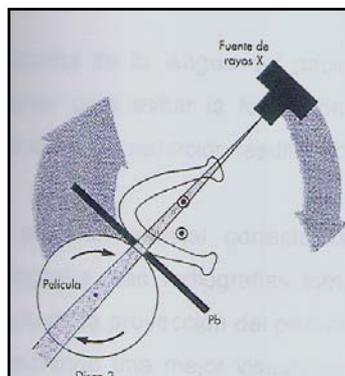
Procedimiento cinemático. Tomada de Goaz, Oral radiography pag.244.
